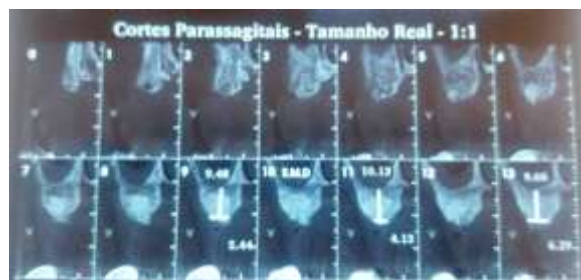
Tomografia após 14 meses (03/18).
